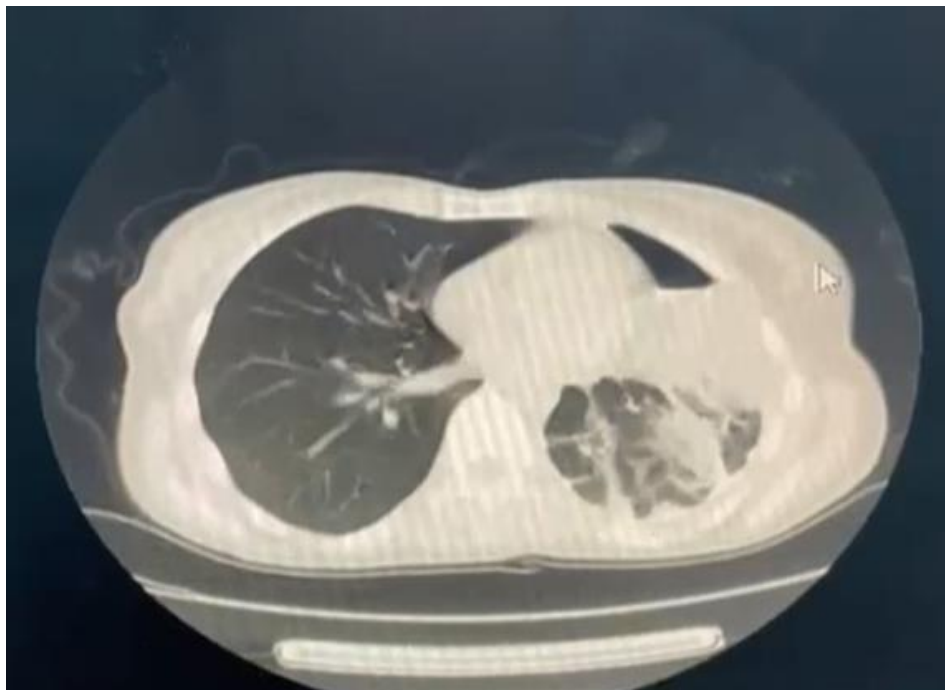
Пациентка Ж. КТ ОГК Ущемленная грыжа пищеводного отверстия диафрагмы. Эмпиема плевры слева
